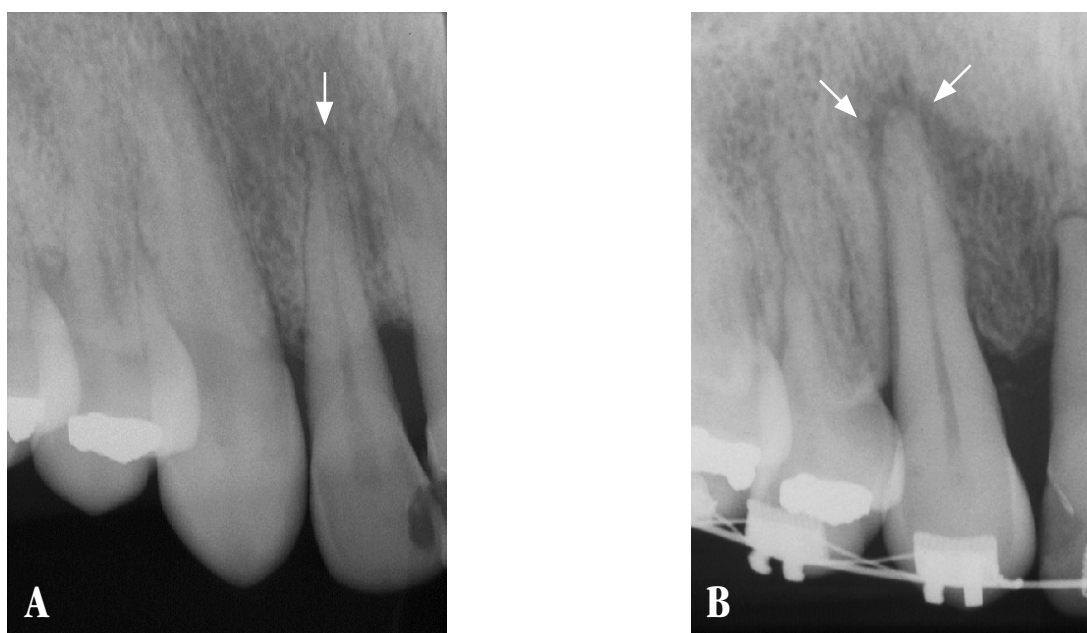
Radiografias periapicais dos dentes ântero-superiores do lado direito. (A) Antes do tratamento, com o incisivo lateral que foi extraído (seta); e (B) logo após a movimentação. Nota-se que o nível ósseo em relação à incisal do canino permaneceu praticamente inalterado, e a presença de rarefação apical sugerindo necrose pulpar (setas).
